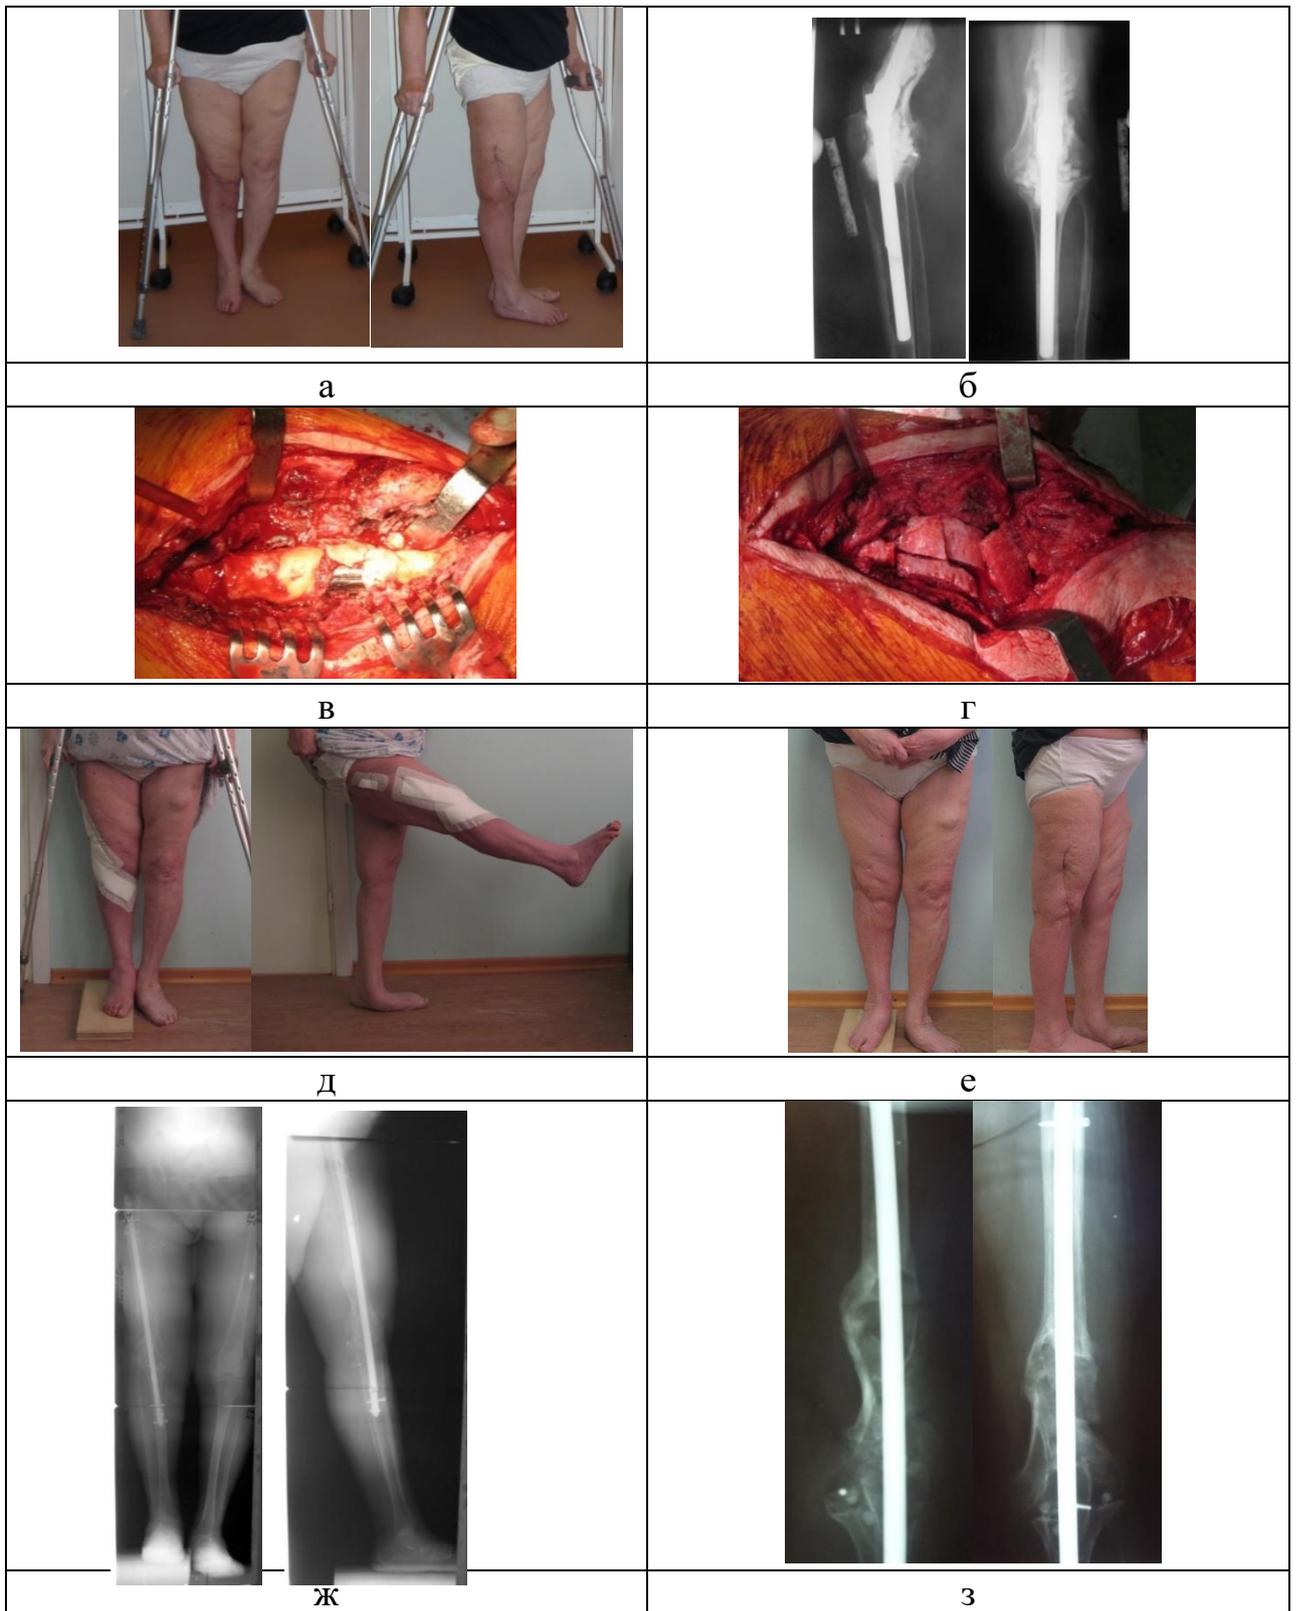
Артродез при помощи интрамедуллярного блокируемого стержня: а, б – фотографии и рентгенограммы пациентки до операции; в – костный дефект с неартикулирующим спейсером; г – костный дефект заполнен аутотрансплантатами; д, е – фотографии пациентки после операции и через 8 месяцев; ж, з – телерентгенограммы через 8 месяцев после операции
